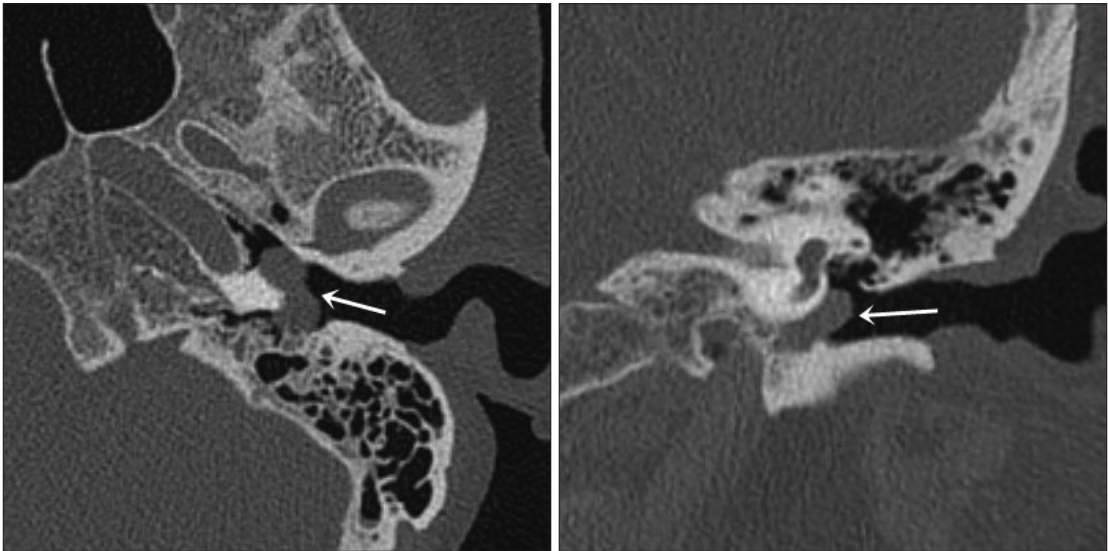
Preoperative axial and coronal CT scans demonstrates a about 12×12 mm sized, dumbbell shaped, well-demarcated, nodular mass in the mesotympanum and hypotympanum of the middle ear cavity (arrow).
